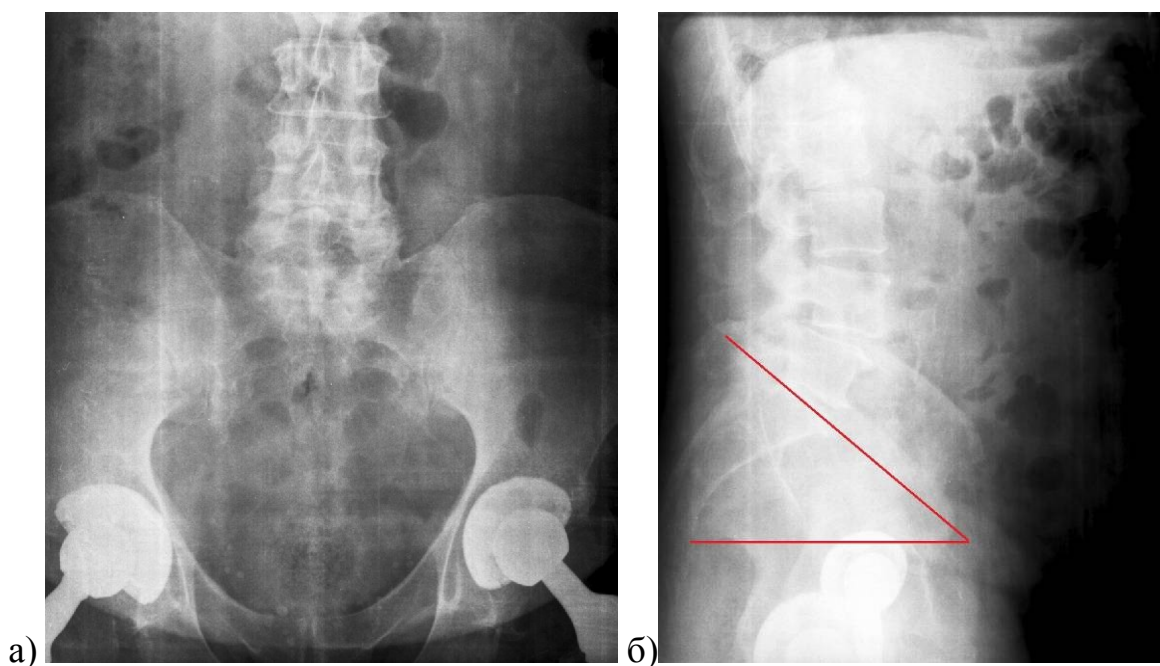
Рентгенограммы комплекса «тазобедренные суставы – таз – позвоночник» больного К., 65 лет, после двустороннего эндопротезирования тазобедренных суставов, выполненного по поводу коксо-вертебрального синдрома: а – в прямой проекции; б – в боковой проекции (рассчитан SS)
